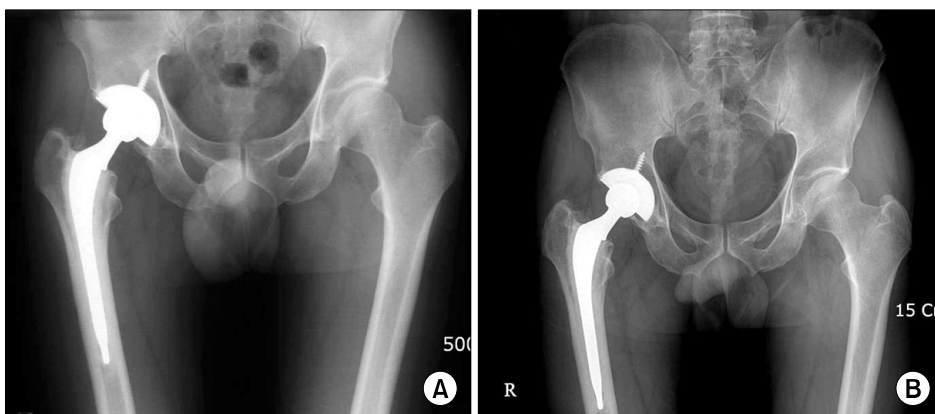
Case of femoral cement grade A. (A, B) Postoperative AP radiograph of a 45-year-old male patient with cement grade A and POD 4.3-year follow up AP radiograph.
